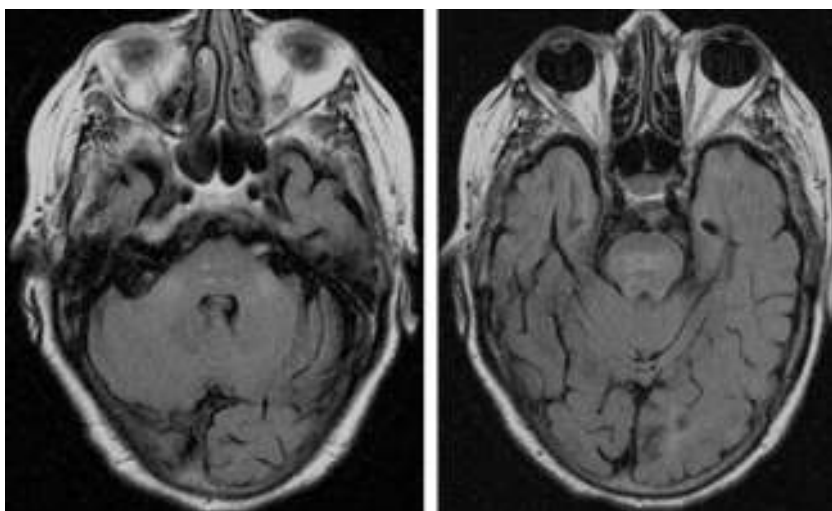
Resonancia magnética FLAIR potenciada en T2. Se observa una hiperintensidad en la región central de la protuberancia y en los pedúnculos cerebelosos medios.
